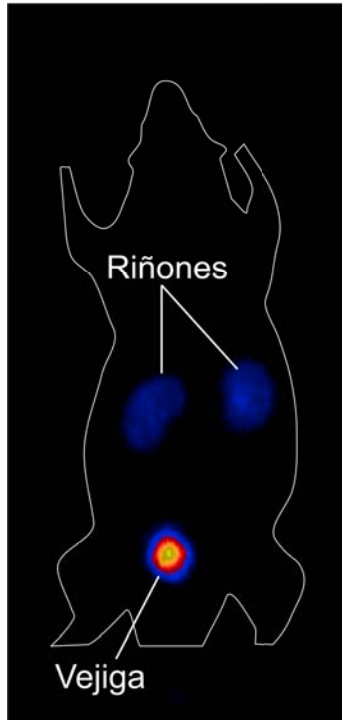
Imagen PET de máxima intensidad de  $^{68}\text{Ga}$ -DOTA-UBI a 60 min post-inyección.
